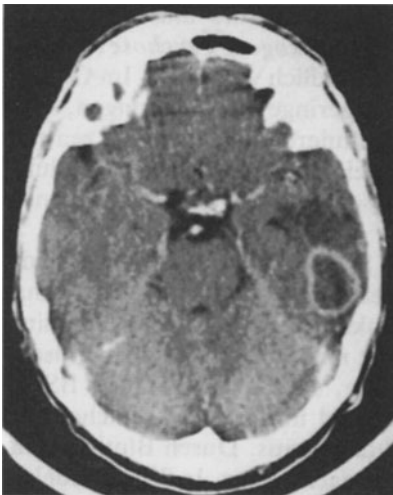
Temporaler Hirnabszeß im kontrastangehobenen CT. (A. Thron, Aachen)
